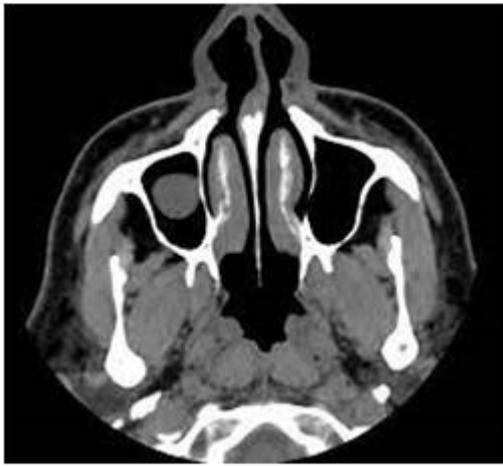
Рентгенологическая картина кист верхнечелюстного синуса в различных проекциях
